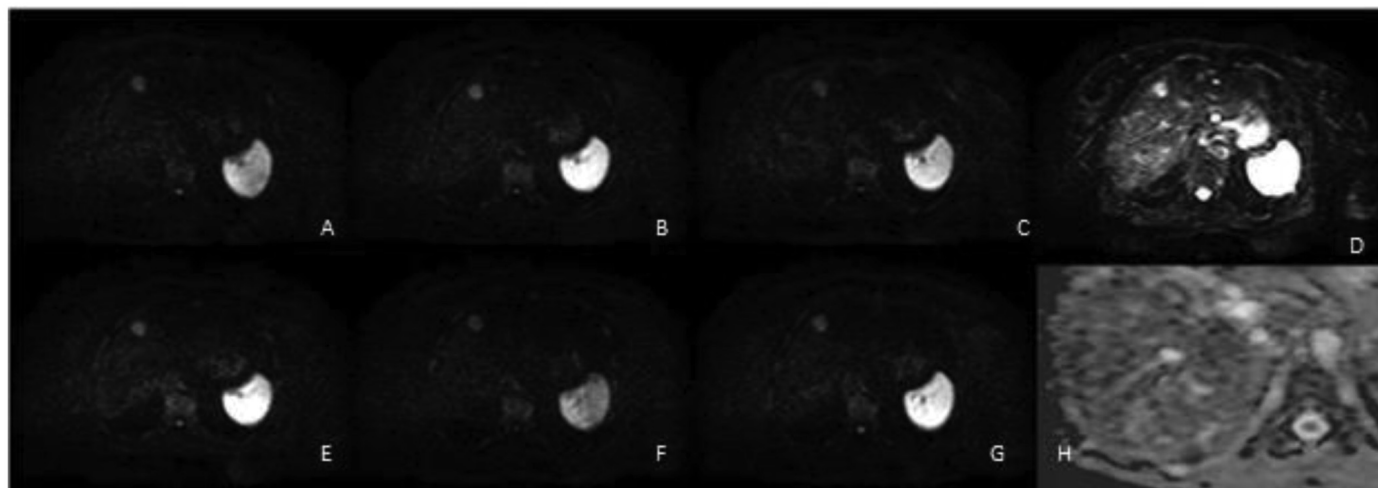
МРТ печінки. Дифузно-зважені зображення. Гіперінтенсивний сигнал від метастатичного вогнища при усіх значеннях b-фактору (А-Г); на ADC карті зниженої інтенсивності (H).
